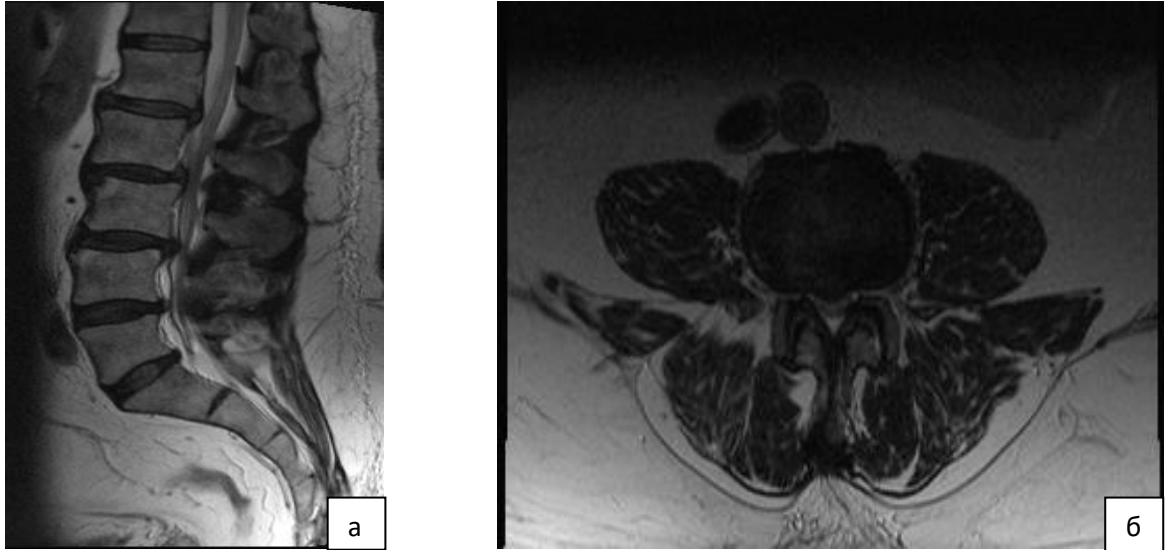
А — сагиттальная МРТ-грамма поясничного отдела позвоночника до операции (клинически значимый стеноз на уровне $L_{II}-L_{IV}$); б — фронтальная МРТ-грамма поясничного отдела позвоночника (уровень максимального стеноза – $L_{III}-L_{IV}$)
